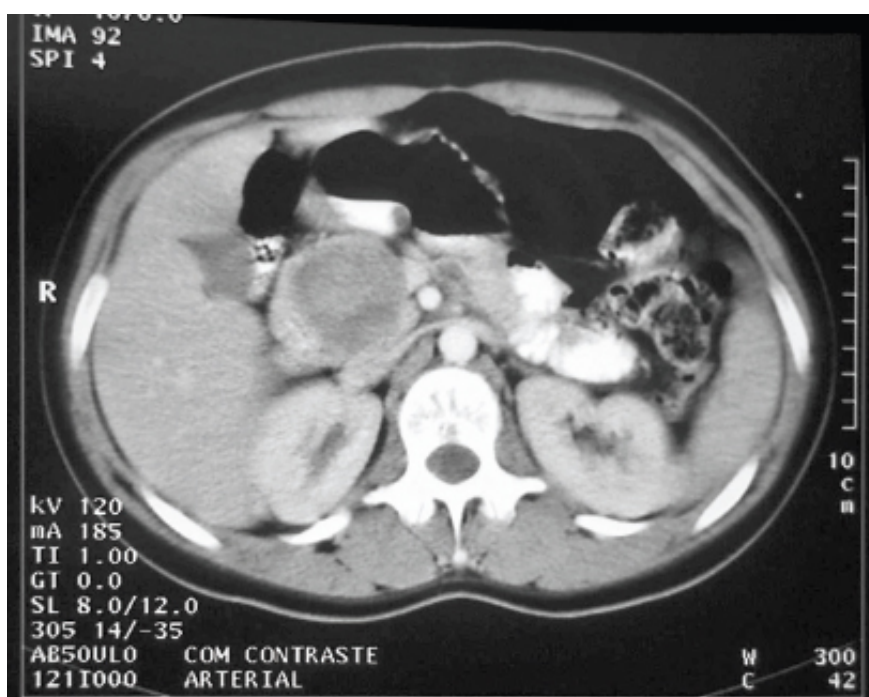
Neoplasia do pâncreas. Tomografia computadorizada evidenciando tumor sólido-cístico.
